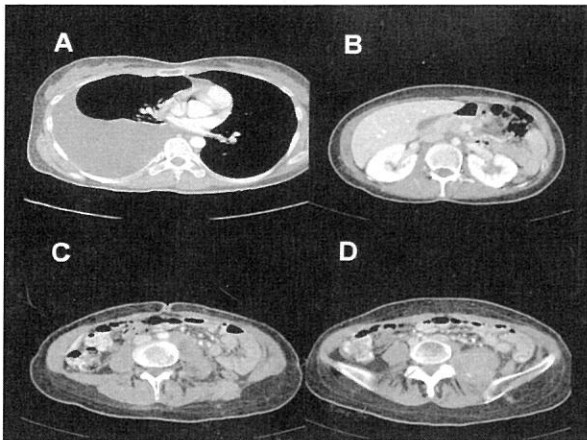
CT findings. Chest CT shows (A) large amount of right-sided pleural effusion. Abdomen and pelvic CT shows (B) left-sided hydronephrosis and (C, D) retroperitoneal paravertebral mass.
